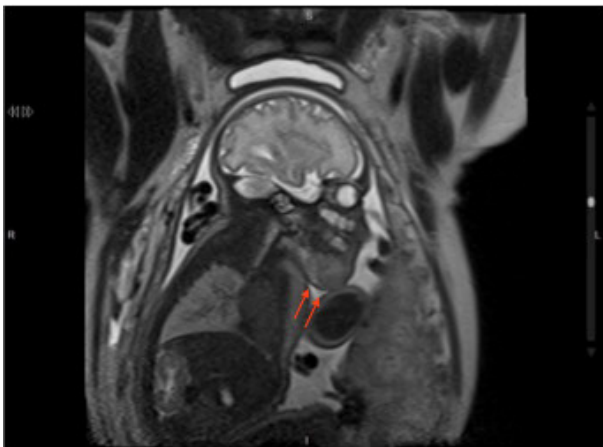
RM. Las flechas indican el tumor cervical.
